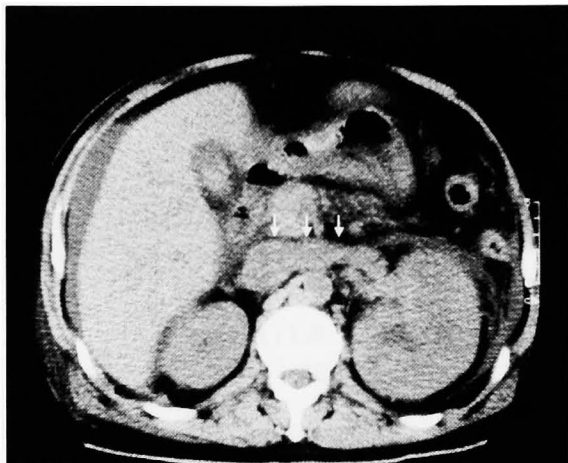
Computerized tomography (CT) showed a large amount of ascites and tumor thrombus (arrow) after 8 days of IL-2 therapy.
